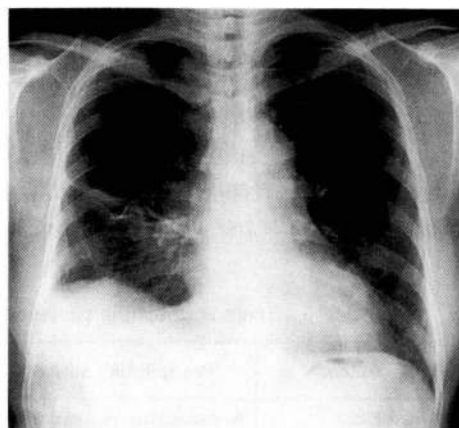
Chest X-ray film, taken after environmental provocation tests, shows decreased interstitial shadows and pleural effusion.
